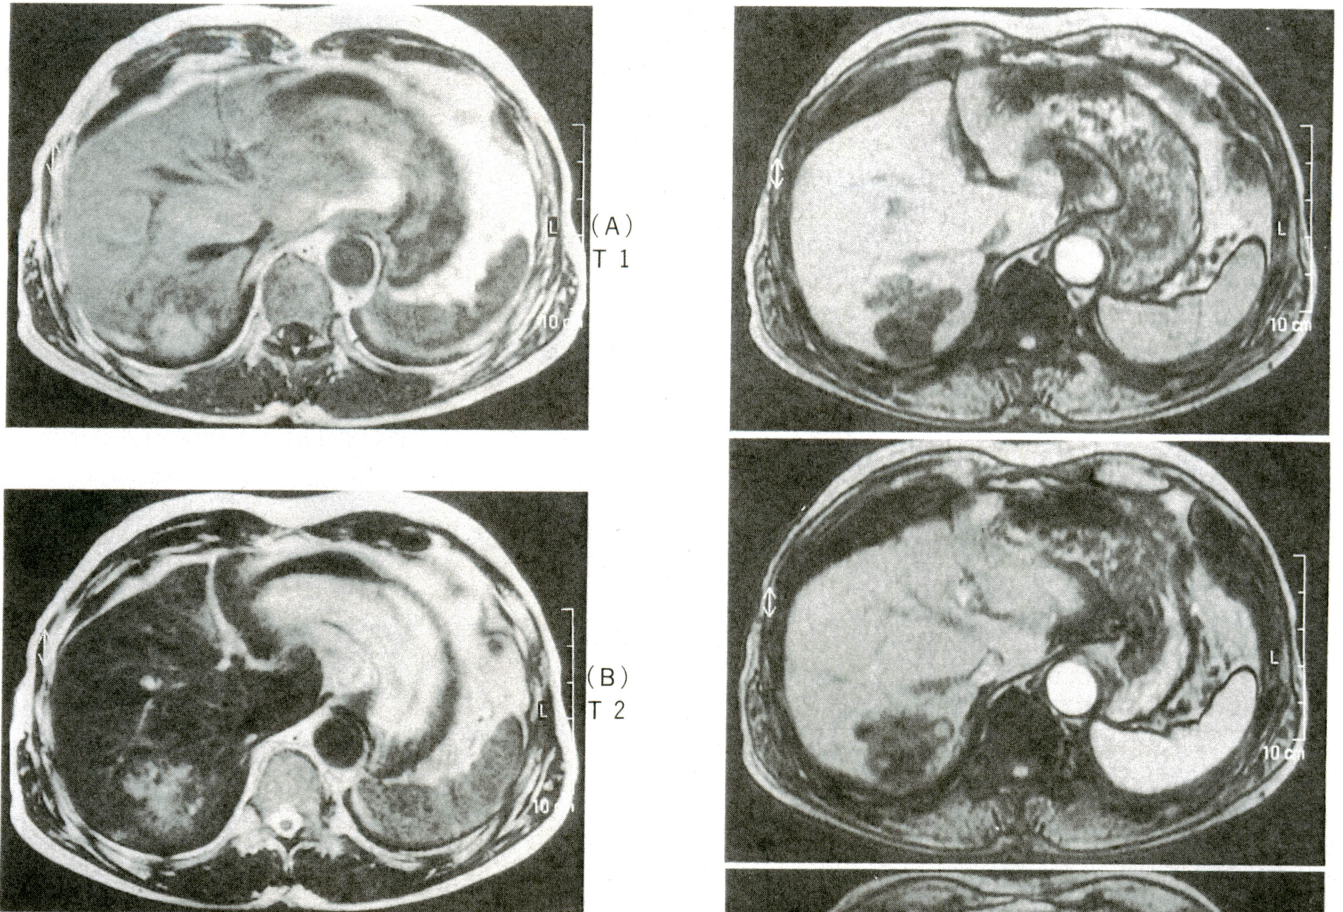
腹部MRI検査所見(A：T1強調画像，B：T2強調画像)：T1強調画像では高信号と低信号が混在し，T2強調画像では高信号像を示した。
